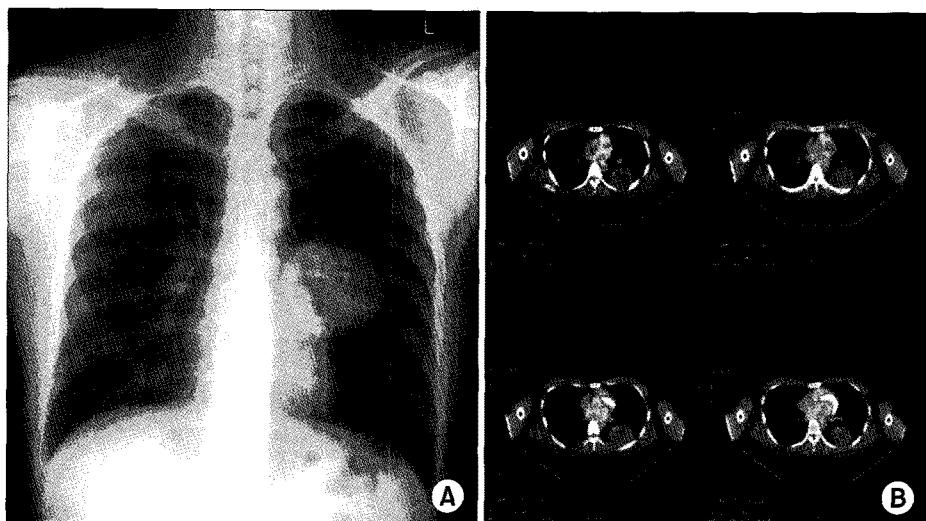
(A) Chest PA shows more growing nodule in same area. (B) PET scan reveal insignificant FDG uptake in pulmonary metastatic lesion.
